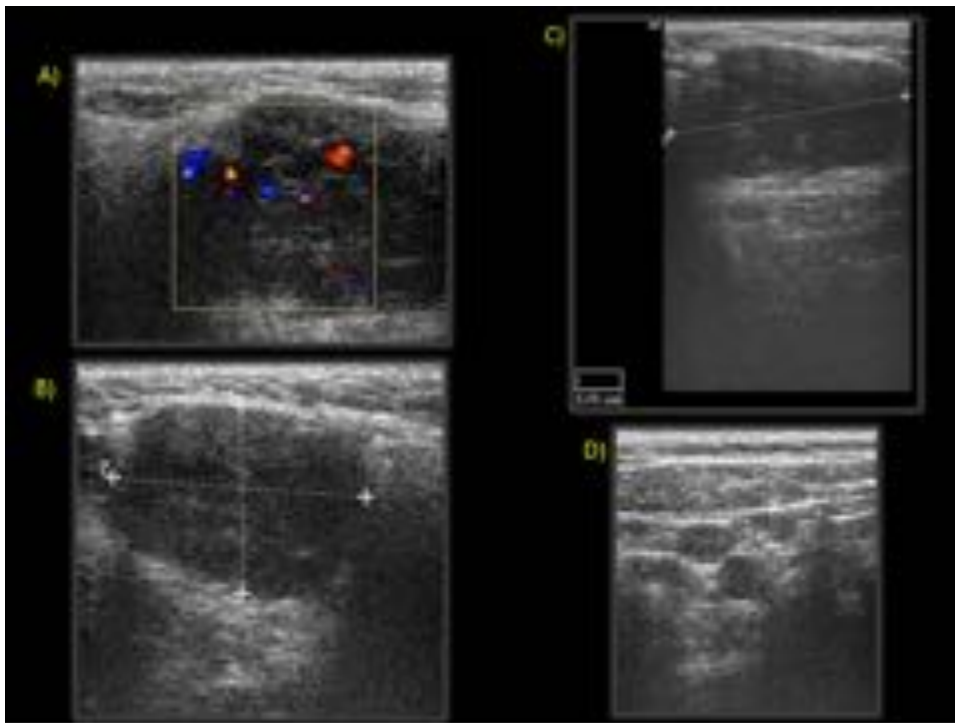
Tumoración sólida, de contornos lobulados y bien definidos, discretamente heterogénea, adyacente al polo inferior de la parótida derecha, con intensa vascularización mediante doppler-color (A), así como refuerzo acústico posterior (B y C). No se aprecian adenopatías cervicales de tamaño significativo (D).
